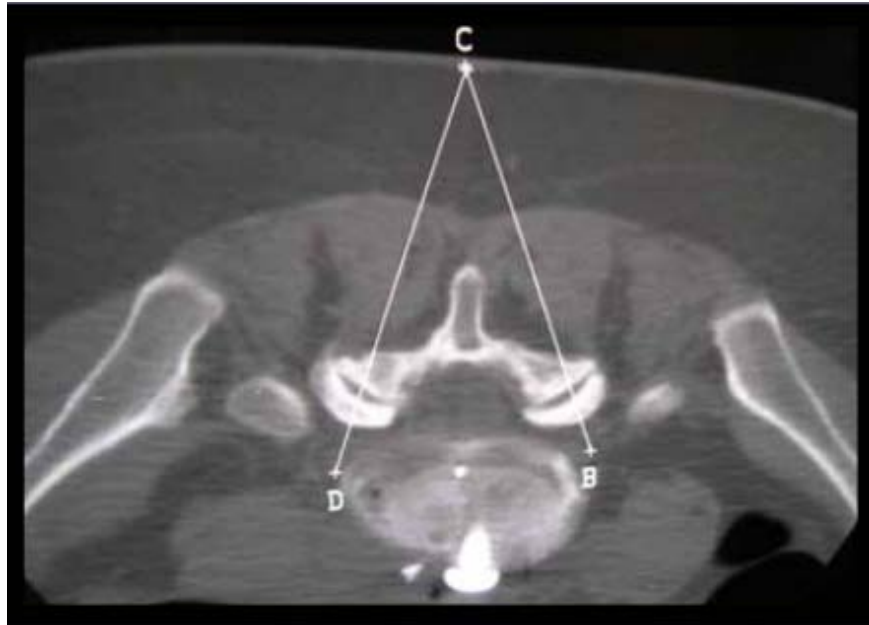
Acquisition d'image TDM.
